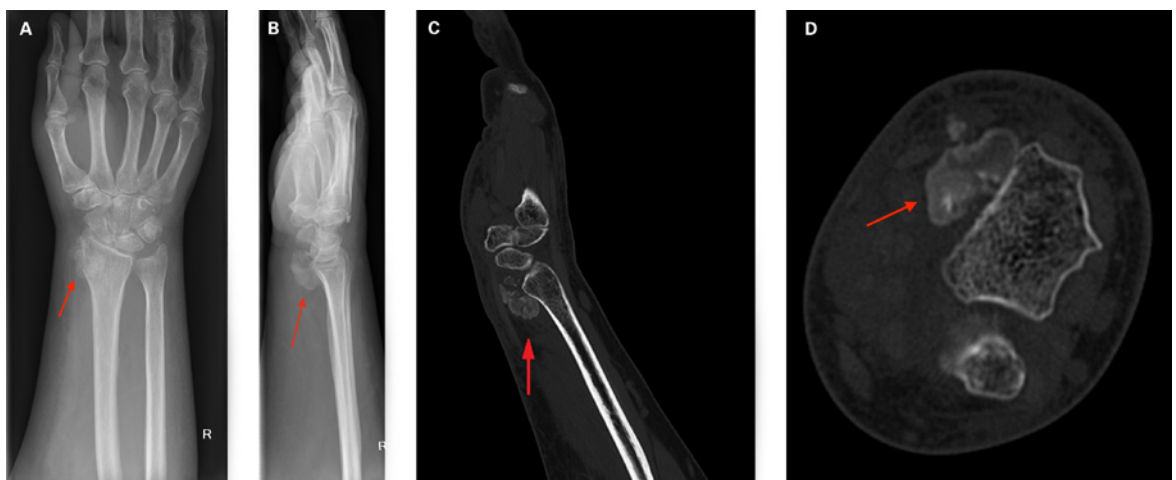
(A) Röntgenaufnahme des Handgelenks rechts dorso-palmar. Der rote Pfeil zeigt auf die tumoröse Neubildung. (B) Röntgenbild des Handgelenks seitlich. Der rote Pfeil zeigt auf die tumoröse Neubildung. (C) Computertomographie des Handgelenks rechts, sagittale Schicht. Der rote Pfeil zeigt auf die tumoröse Raumforderung am palmaren Aspekt des radiocarpalen Gelenks. (D) Computertomographie des Handgelenks rechts, axiale Schicht. Der rote Pfeil zeigt auf die tumoröse Raumforderung am palmaren Aspekt des radiocarpalen Gelenks.
